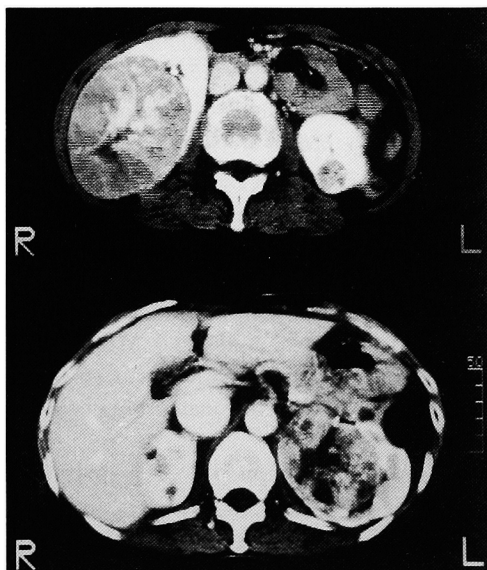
Enhanced CT scan demonstrates bilateral renal tumors and dilatation of the vena cava.
